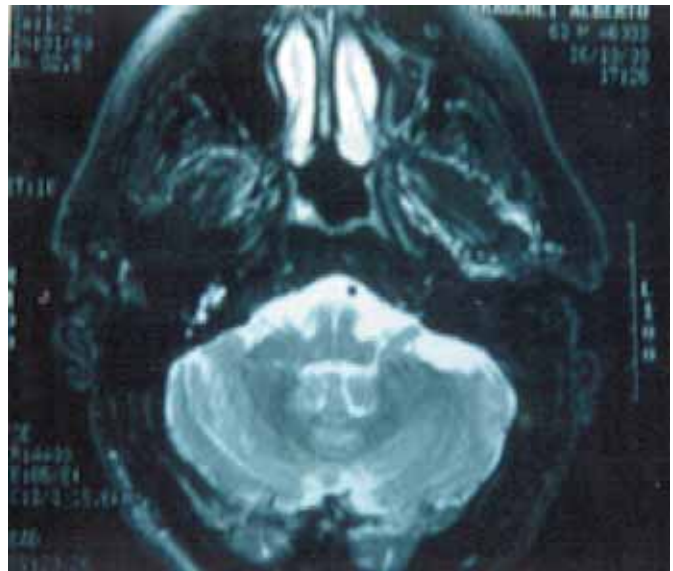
Resonancia magnética nuclear donde se identifican las lesiones intrarticulares.
